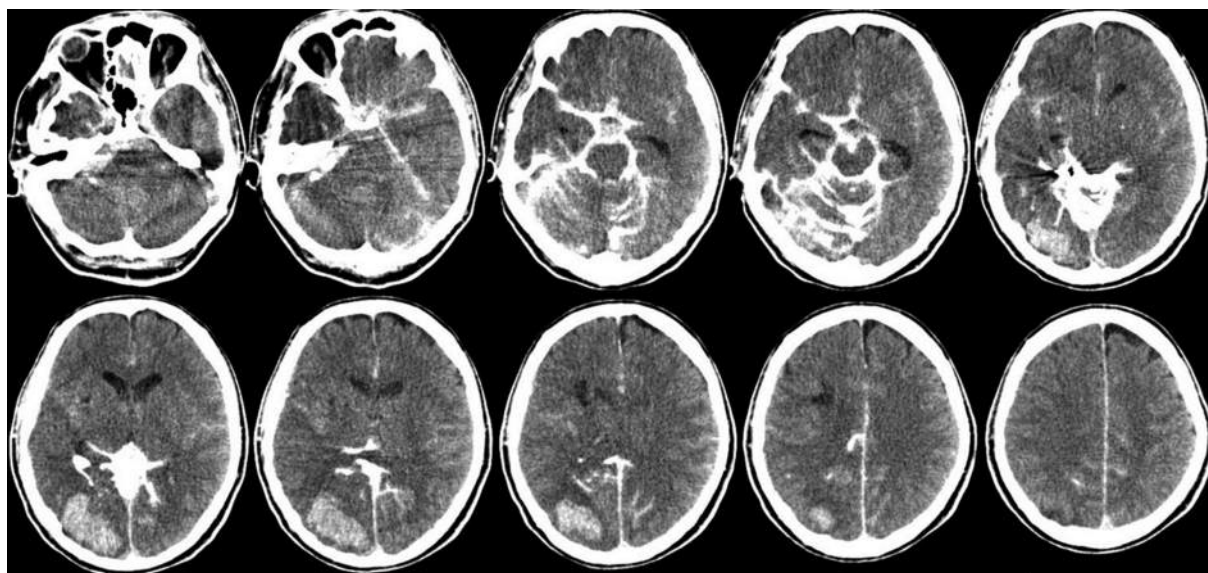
Компьютерная томография головного мозга после эндоваскулярного этапа
